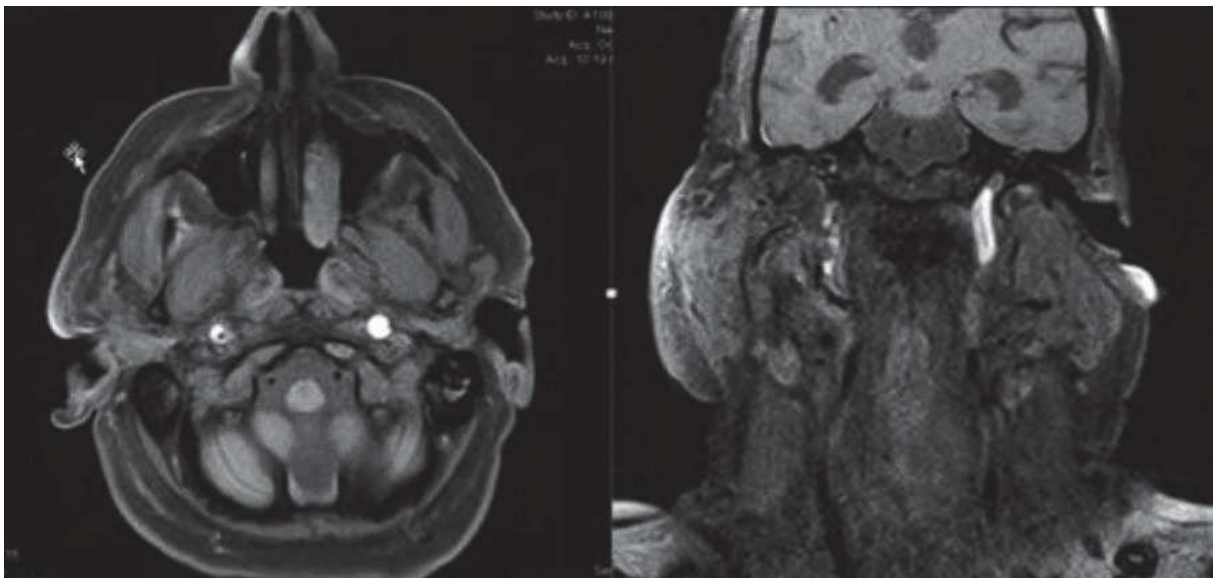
Dissections carotidiennes sténosante droite et occlusive gauche - coupes axiale (à gauche) et coronale (à droite) d'une IRM en séquence FAT-SAT. Source : R. Sztajzel et al (88)
